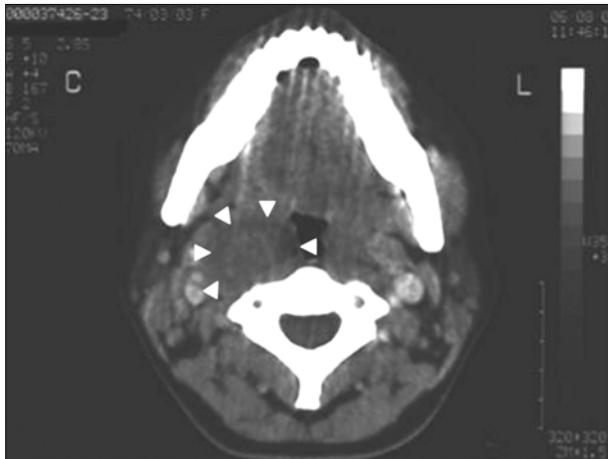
Preoperative neck CT contrast images. It shows that right tonsil is enlarged than the left tonsil. Other peritonsillar structure present normal finding (arrow head).
